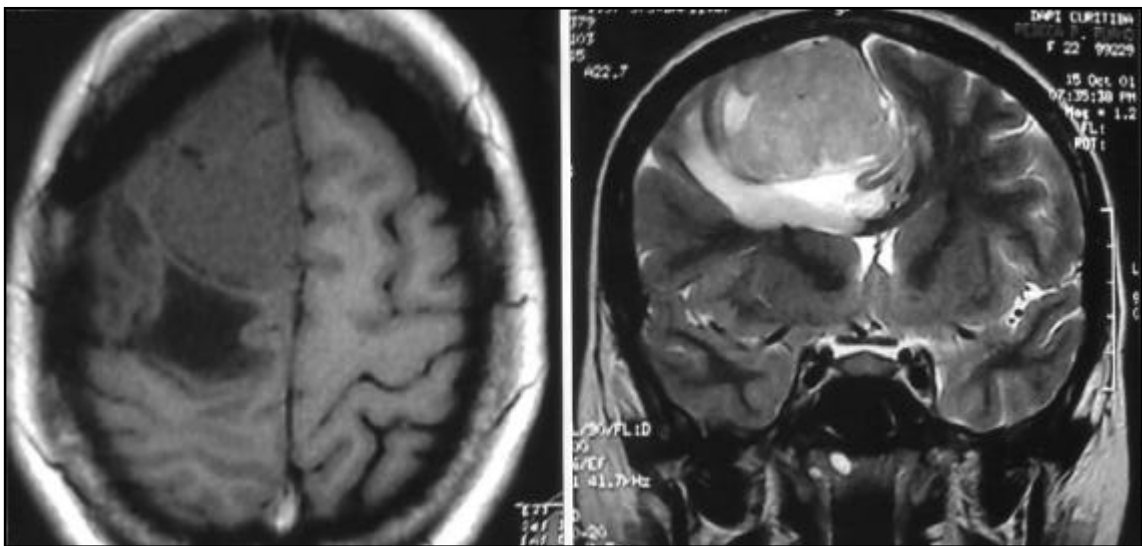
A: Lesão expansiva localizada na região fronto-parietal direita é demonstrada em corte axial, isointensa em relação ao córtex cerebral em RM na sequência ponderada em T1. B: A mesma lesão vista em corte coronal é encontrada hiperintensa em RM ponderada em T2, com aparente infiltração meníngea e determinando desvio contralateral das estruturas da linha média.
